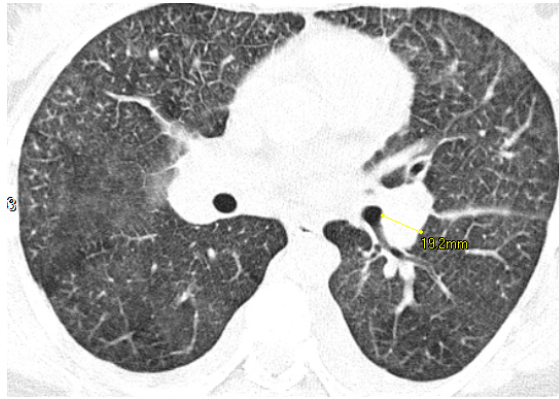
Лімфогенний карциноматоз легень. КТ: двостороння симетрична прикоренева лімфаденопатія, що імітує саркоїдоз І стадії
